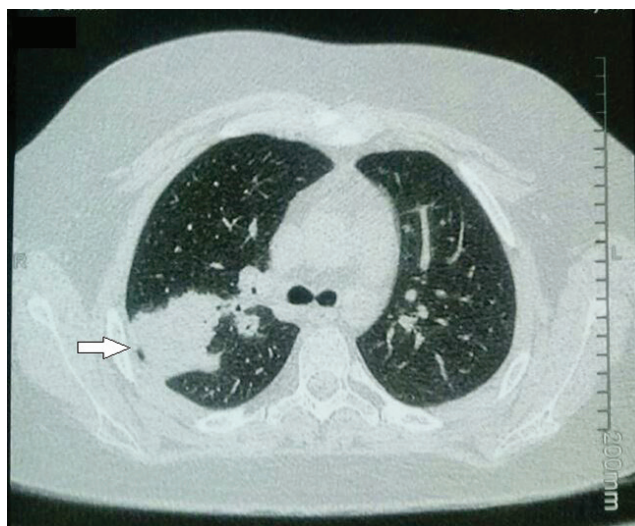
Tomografía computada de tórax, corte axial. Compromiso pulmonar (flecha)
